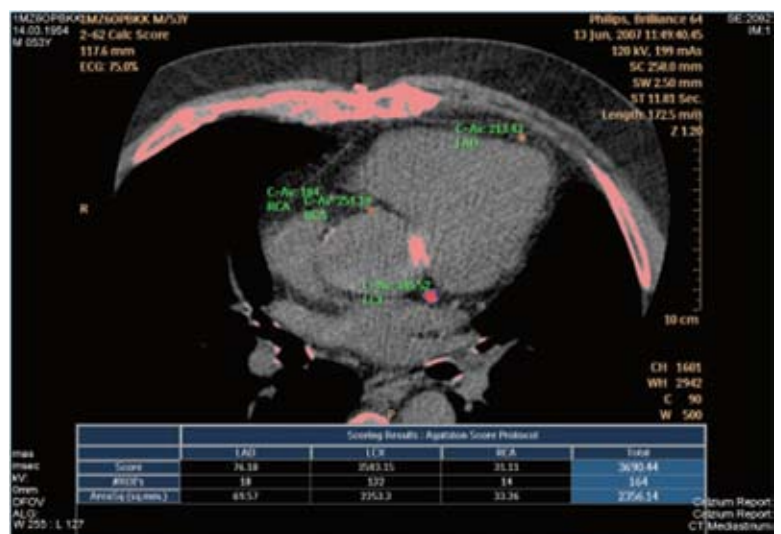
Multislice CT Kalk-Scoring mit Unterstützung durch eine Quantifizierungssoftware.
